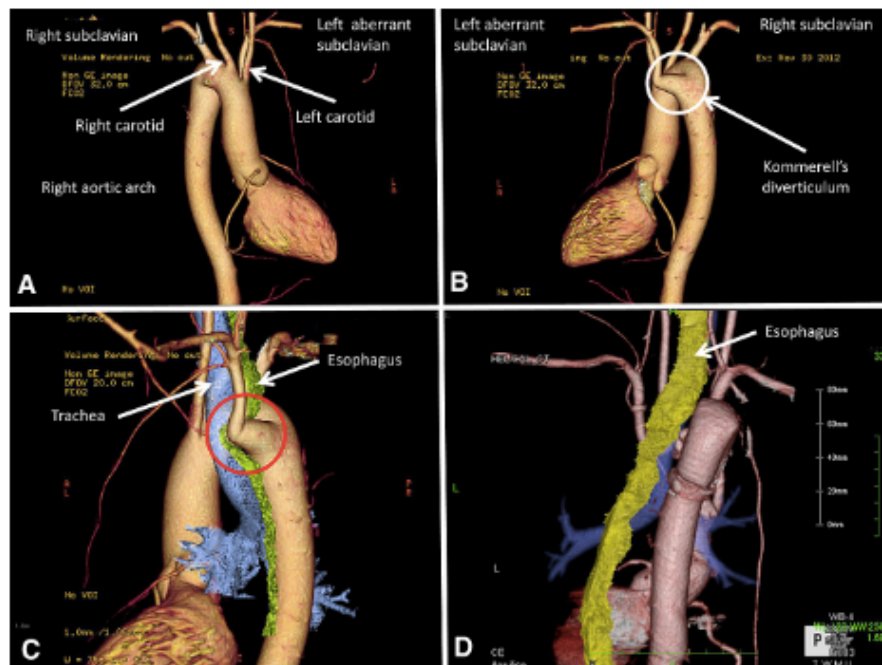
A) Reconstrucción 3D de TC preoperatoria en visión anterior que muestra el AAD. B) Reconstrucción 3D de TC preoperatoria en visión posterior que muestra el DK de 25mm, origen de la ARSA. C) Reconstrucción 3D de TC preoperatorio de la aorta, esófago y tráquea que muestra la compresión del esófago por el DK. D) Reconstrucción 3D de TC postoperatorio que muestra la ausencia de compresión esofágica tras la cirugía. *Fuente: Tsukui H, Aomi S, Yamazaki K. Surgical strategy for Kommerell's diverticulum: Total arch replacement. J Thorac Cardiovasc Surg. 1 de octubre de 2014;148(4):1423-7.*
